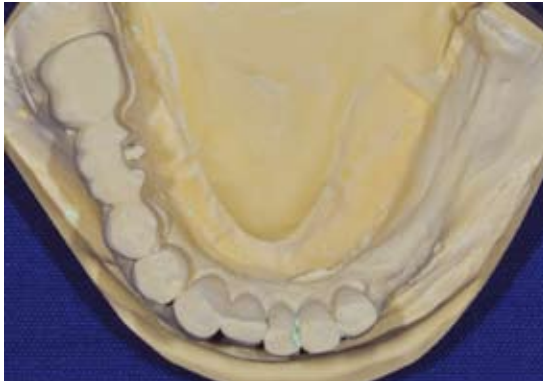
Das Situationsmodell des Unterkiefers wurde NACH Beurteilung des DVT-Bildes gefertigt. (Bisher: Modellherstellung, Wachsaufstellung, Röntgenschablone, DVT-Aufnahme.)
